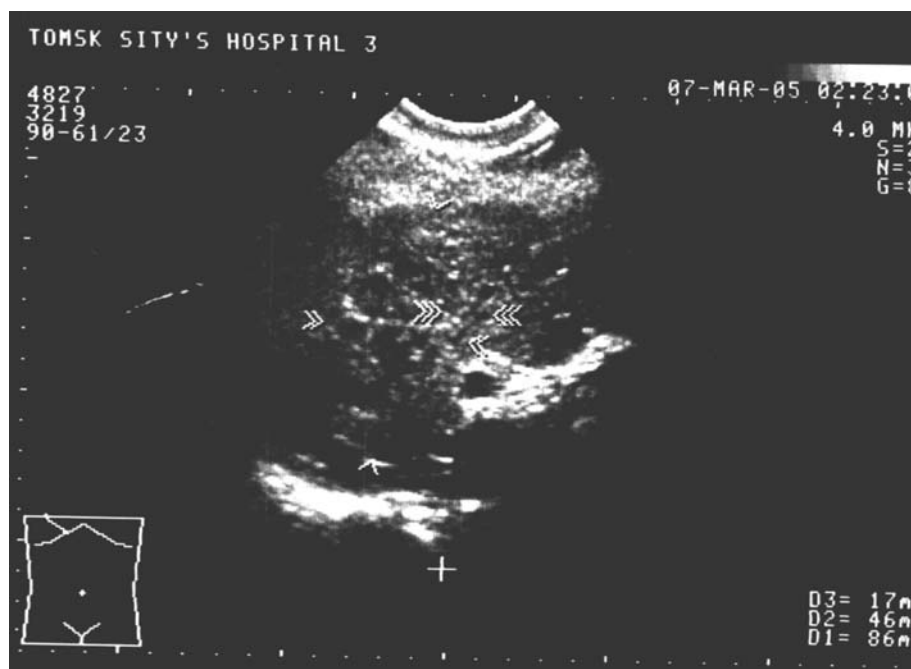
УЗИ печени. Выраженная диффузная неоднородность паренхимы
